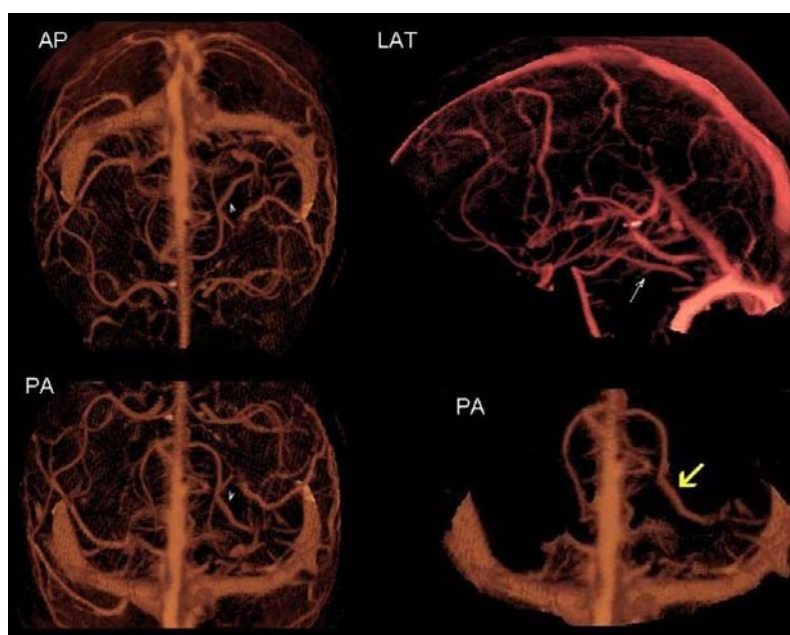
Venografía por tomografía computarizada (reconstrucción tridimensional) en la que puede apreciarse la vena basal de Rosenthal izquierda engrosada, drenando hacia el seno lateral (flecha).
